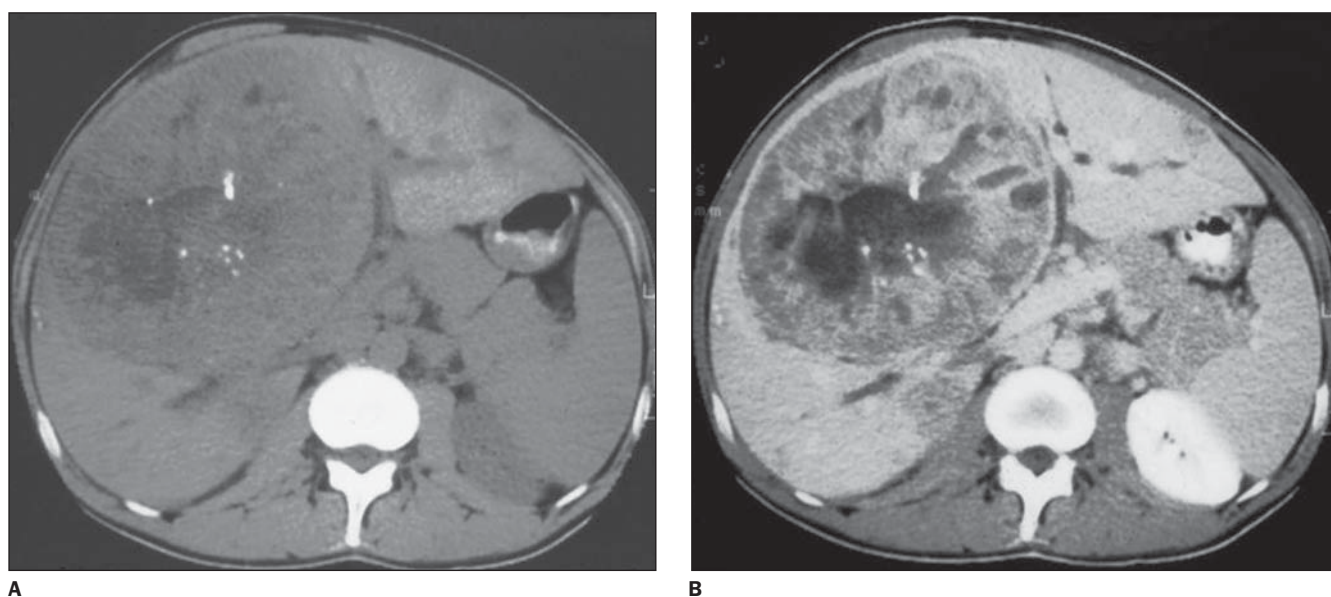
Metástase de tumor carcinóide com calcificações centrais. Tomografia computadorizada pré (A) e pós-contraste (B).
